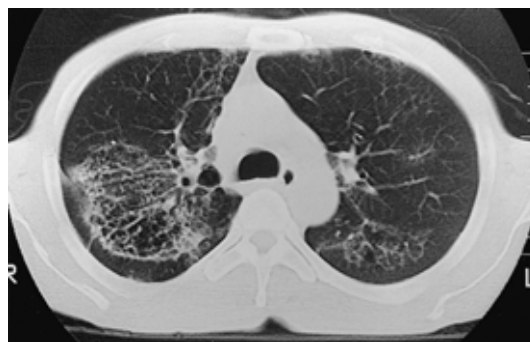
Chest CT scan showing interstitial shadows compatible with lung fibrosis. Emphysematous changes appear around the fibrosis.
